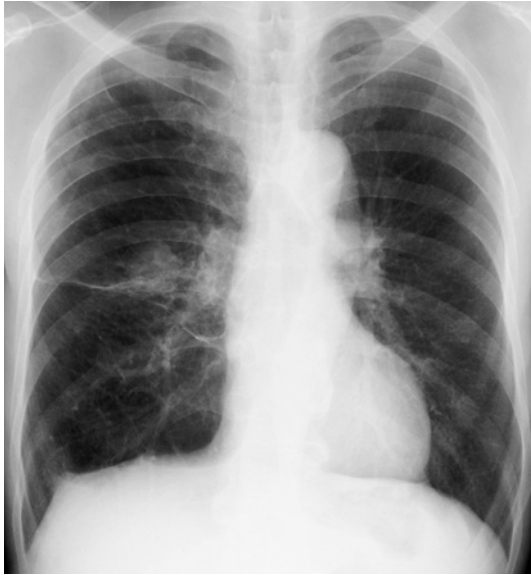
On the second visit of the patient to the Department of Thoracic Surgery of our hospital, a nodular lesion was found in the right middle lung field on chest X-ray.
